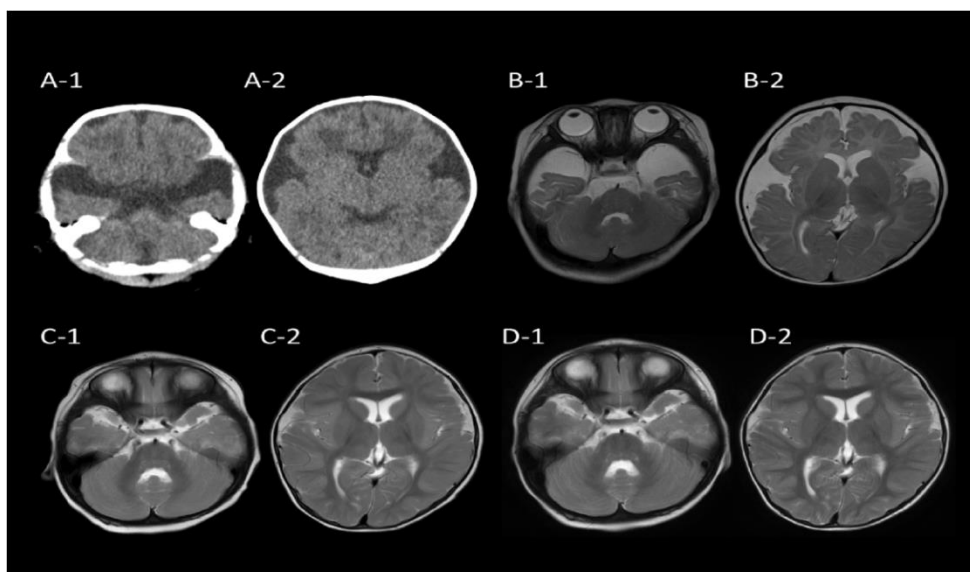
Cerebro CT y MRI hallazgos. Imágenes de tomografía computarizada en 8 días (Figura 2 A-1, 2), cerebro MRI T2 imágenes ponderadas a los 4 meses (B-1, 2), 17 meses (C-1, 2) y 26 meses (D-1). Elaboración Numata-Uematsu et al 2017.
